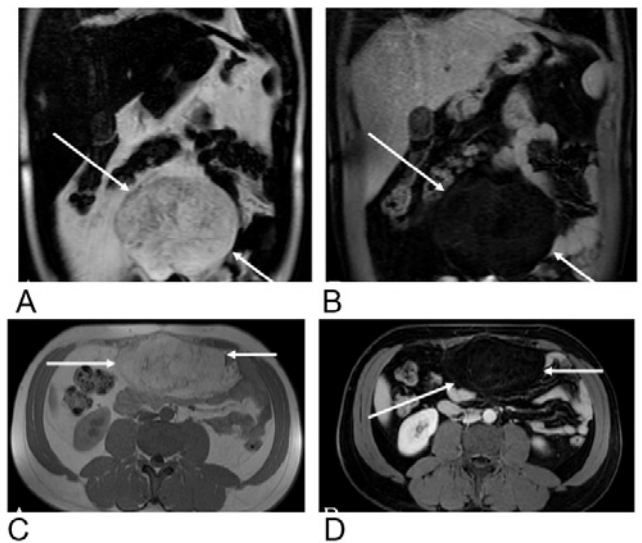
FIGURA - RM SEM CONTRASTE DEMONSTRANDO FORMAÇÃO EXPANSIVA INTRAPERITONEAL DE CONTORNOS REGULARES E DEFINIDOS NO MESOGÁSTRIO COM ISOSSINAL AO TECIDO ADIPOSEO, CARACTERÍSTICA DE LIPOMA MESENTÉRICO (SETAS BRANCAS): A) CORTE CORONAL NA SEQUÊNCIA T2; B) CORTE CORONAL NA SEQUÊNCIA T2 STIR; C) CORTE AXIAL NA SEQUÊNCIA T1; D) CORTE AXIAL NA SEQUÊNCIA T2 STIR.
